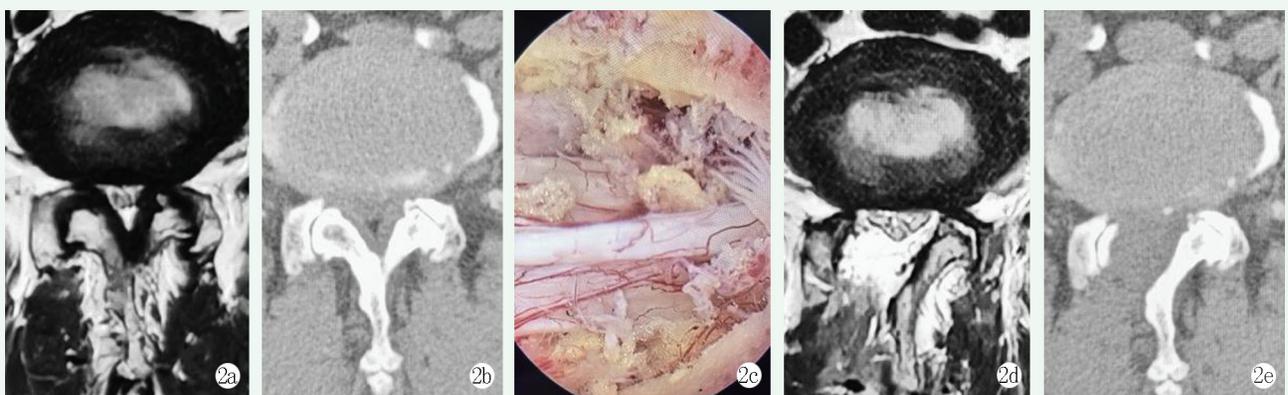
患者男性, 54 岁。2a, 2b: 术前 MRI 和 CT 显示 L_{4/5} 椎管狭窄; 2c: UBE 内镜术中镜下减压; 2d, 2e: 术后 MRI、CT 显示腰椎管面积明显扩大, 硬膜受压完全解除。
